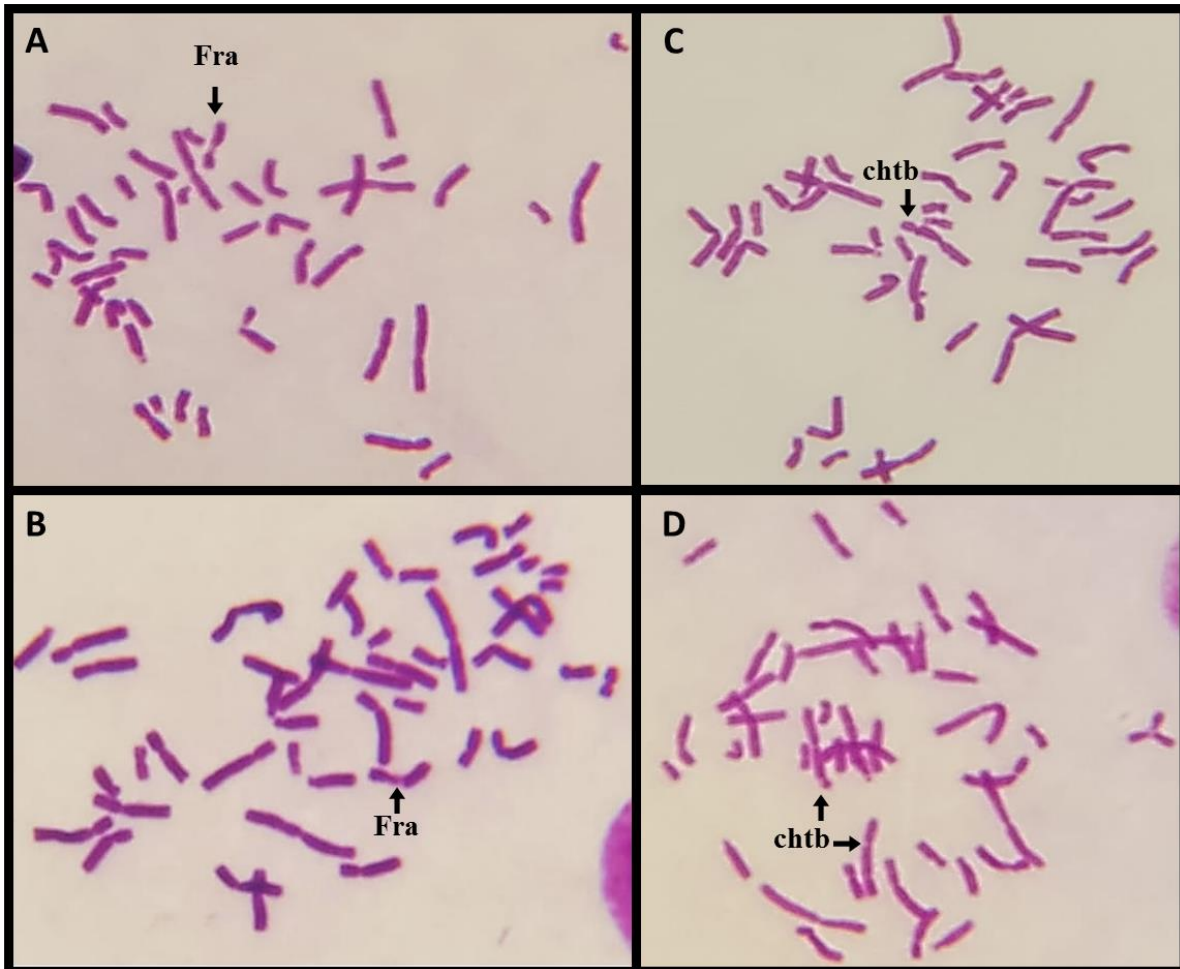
A y B. fragilidad (*Fra*) y C y D. rupturas cromosómicas (*chtb*) inducidas en medio TC-199 con adición de mitomicina C. Fuente: Los autores.
